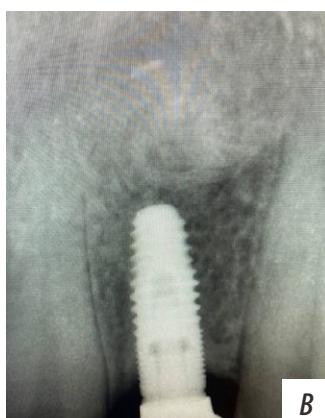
Дефект кости заполнен гидроксиапатитом (А). Рентгенограмма через 14 дней после операции (Б)
